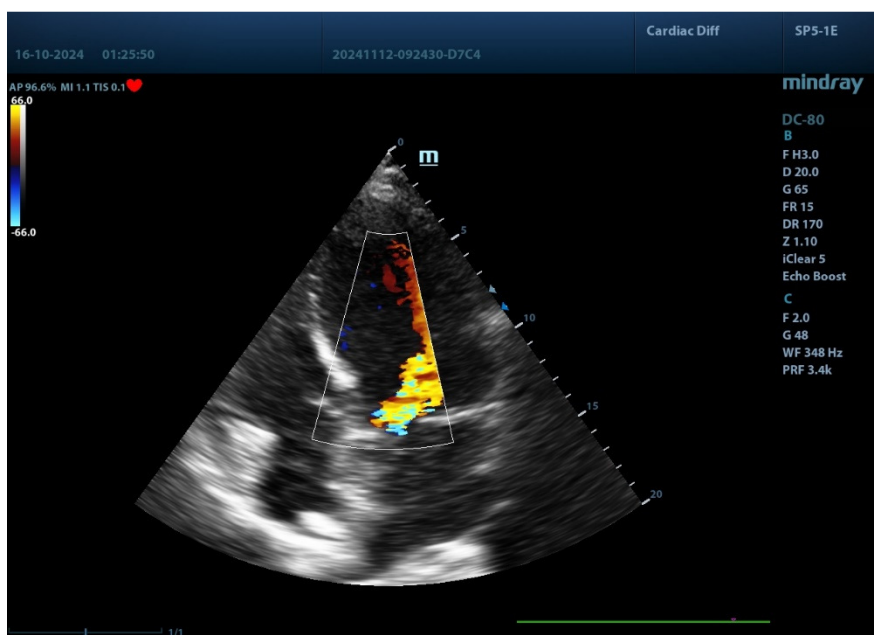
Doppler color cu evidențierea jetului de regurgitare aortică
